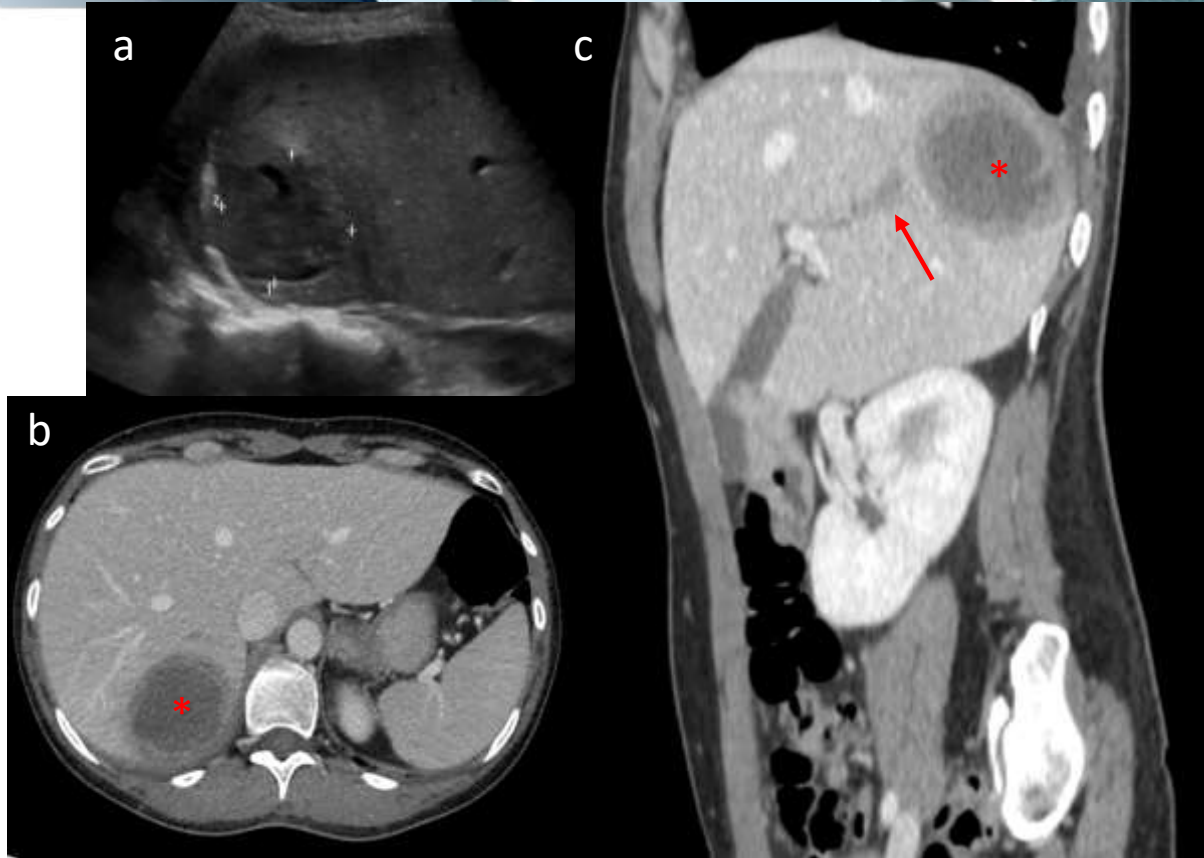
Ecografía modo B y TC abdomino-pélvica tras administración de contraste en fase venosa.
